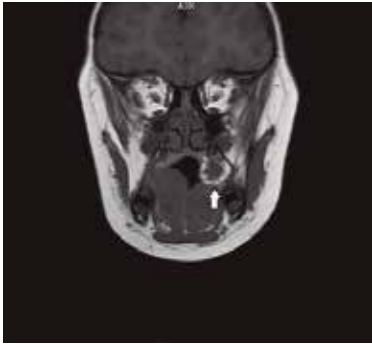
Magnetic resonance imaging (MRI) showed a circumscribed soft tissue lobulated lesion.
